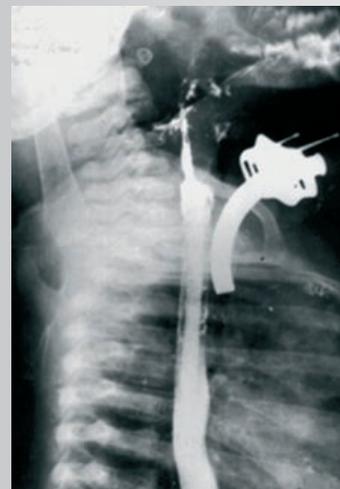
Рентгенография глотки и пищевода с контрастным веществом (сульфат бария).
